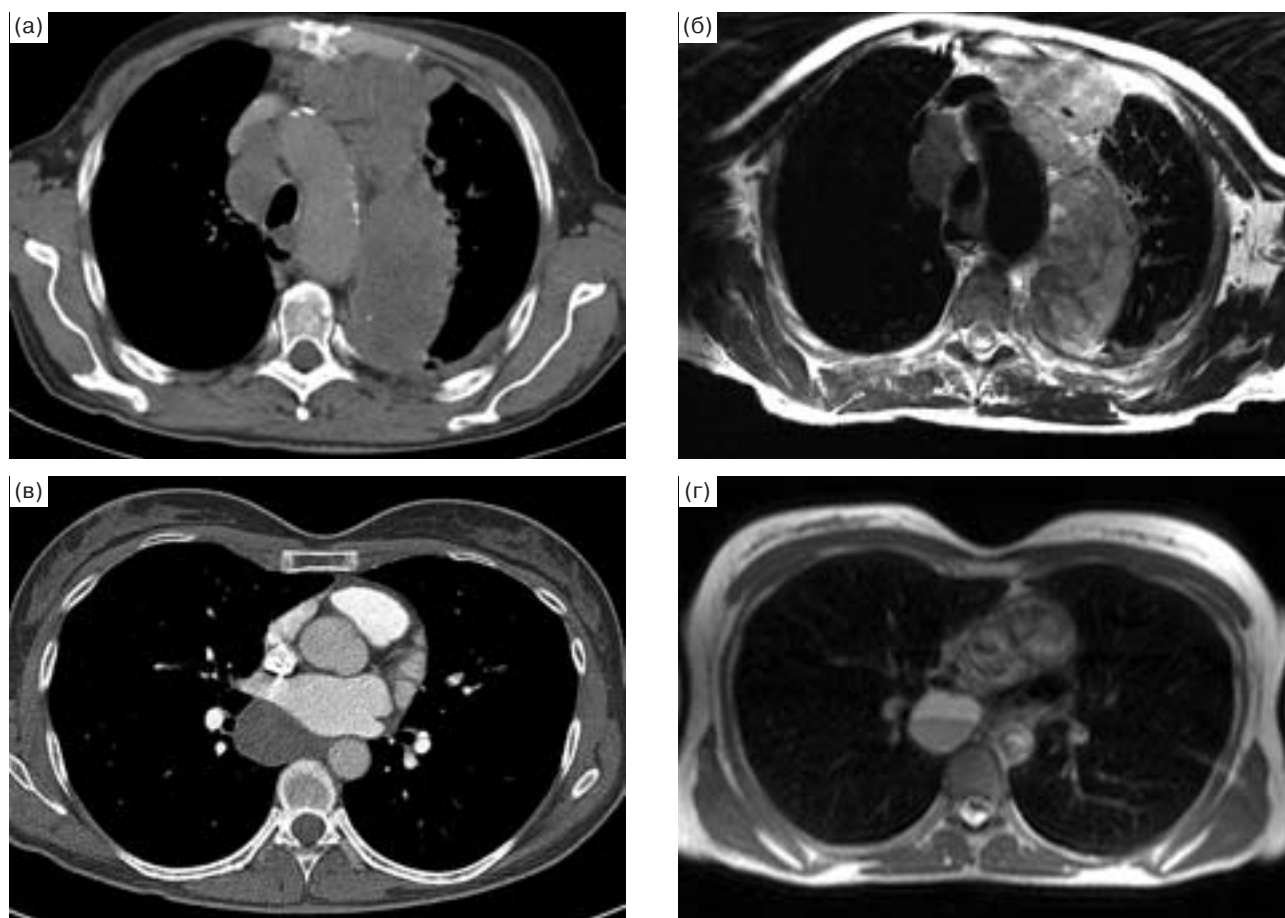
Значение МР-исследований органов грудной полости. а, б – новообразование верхней доли левого легкого с вращением в средостение (метастазы рака желудка). а – КТ, судить о состоянии крупных сосудов средостения сложно, б – МРТ, отчетливо видны стенки аорты, распространение опухолевых масс вдоль реберной плевры, многоузловой характер опухоли, в – КТ-ангиография, патологическое образование в средостении, расположенное позади левого предсердия, г – МРТ, интенсивный сигнал от патологического образования свидетельствует о его кистозной природе (бронхогенная киста).
